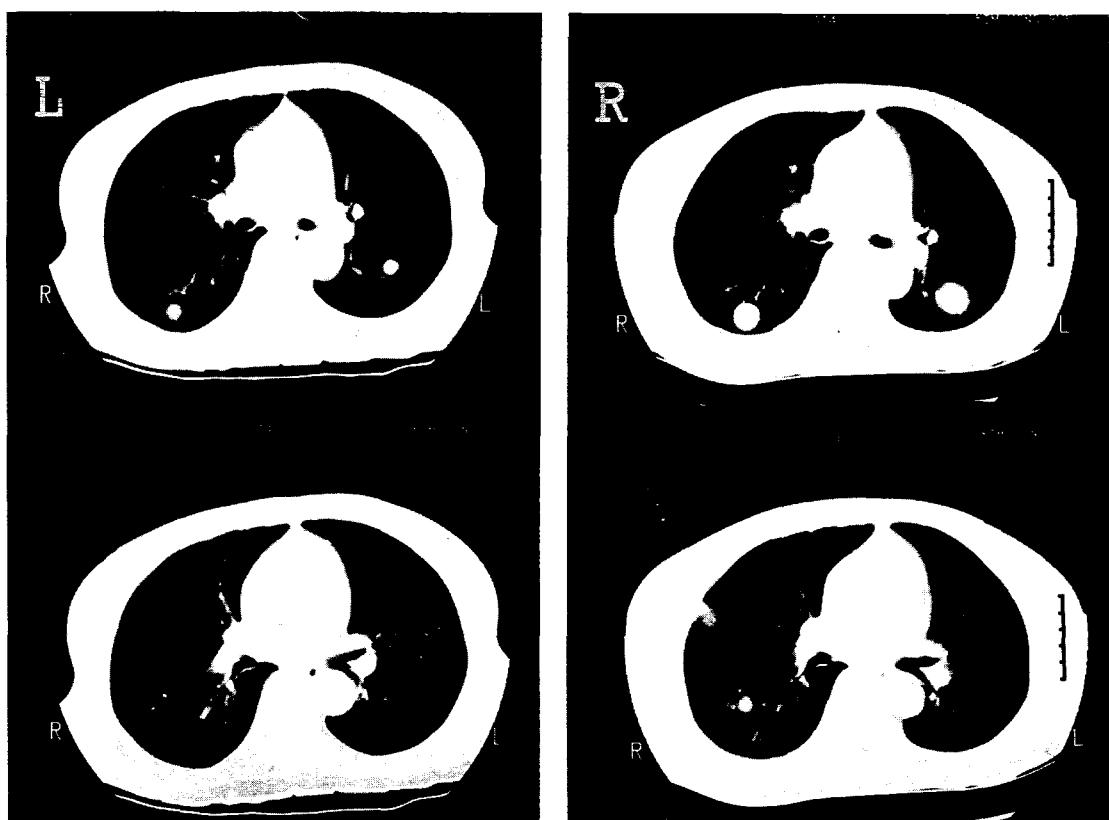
(Left) Chest computed tomogram shows multiple well defined, round nodular masses in the both lung field. The masses are round shaped and located at the terminal vessels. But there are no significant lymph node enlargement and vascular abnormality. (Right) Follow-up CT revealed the tumor is increased in size and multiple lesions are noted diffusely in the both lung field.
